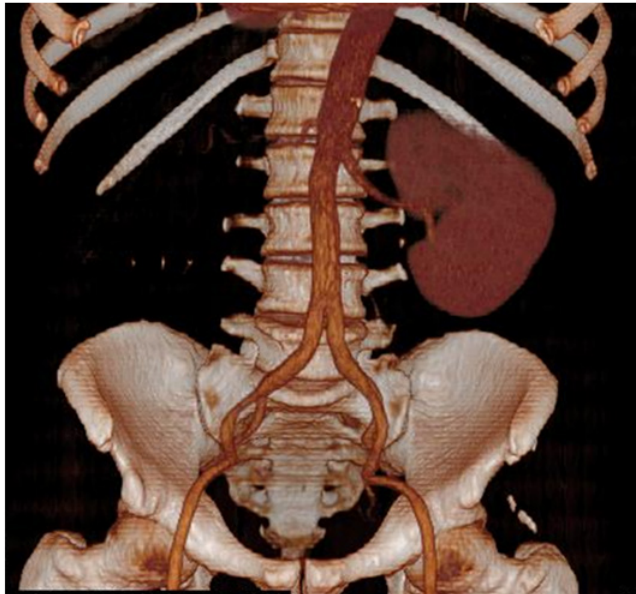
TDM en volume rendu, montrant un rein unique gauche (agénésie rénale droite)
